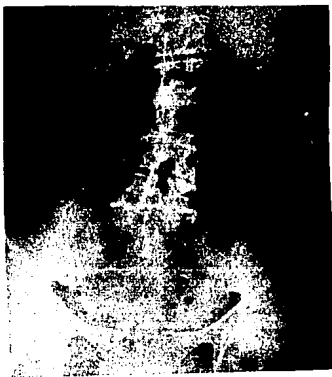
RADIOGRAFIAS DE COLUMNA LUMBAR EN NIÑO.
